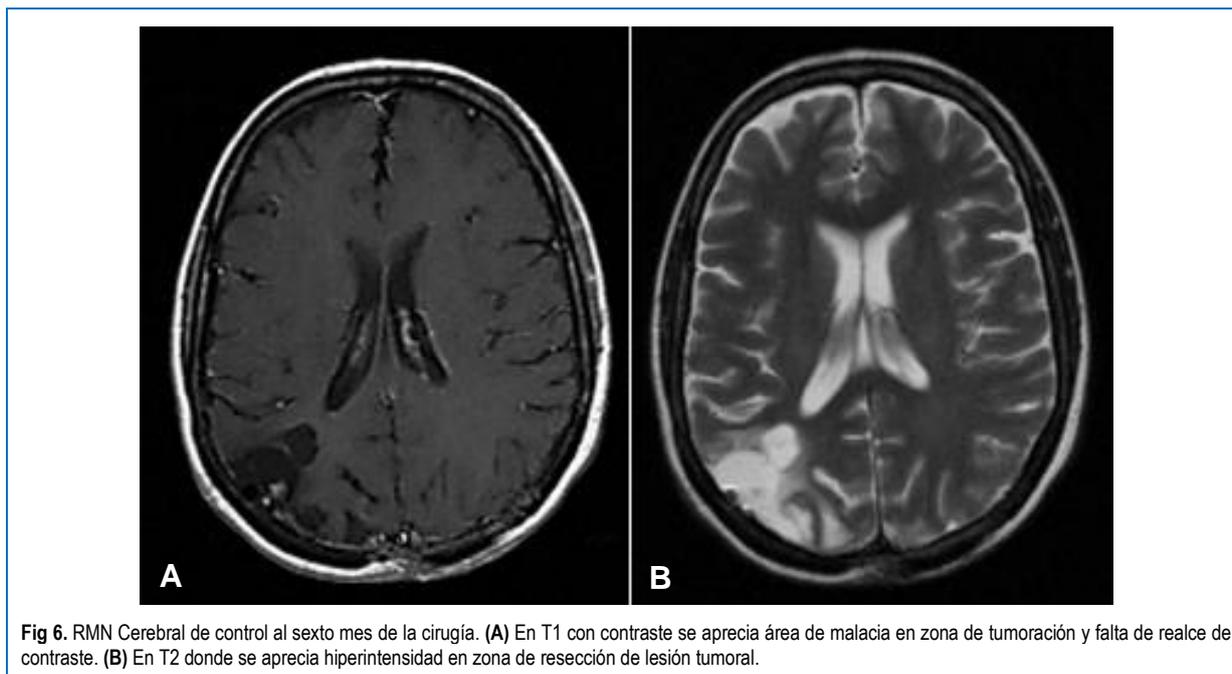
RMN Cerebral de control al sexto mes de la cirugía. (A) En T1 con contraste se aprecia área de malacia en zona de tumoración y falta de realce de contraste. (B) En T2 donde se aprecia hiperintensidad en zona de resección de lesión tumoral.
